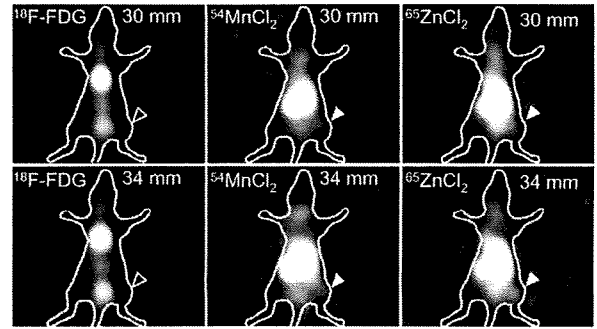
担がんマウスの<sup>18</sup>F-FDG、<sup>54</sup>Mn、<sup>65</sup>Zn 3核種同時イメージング像
